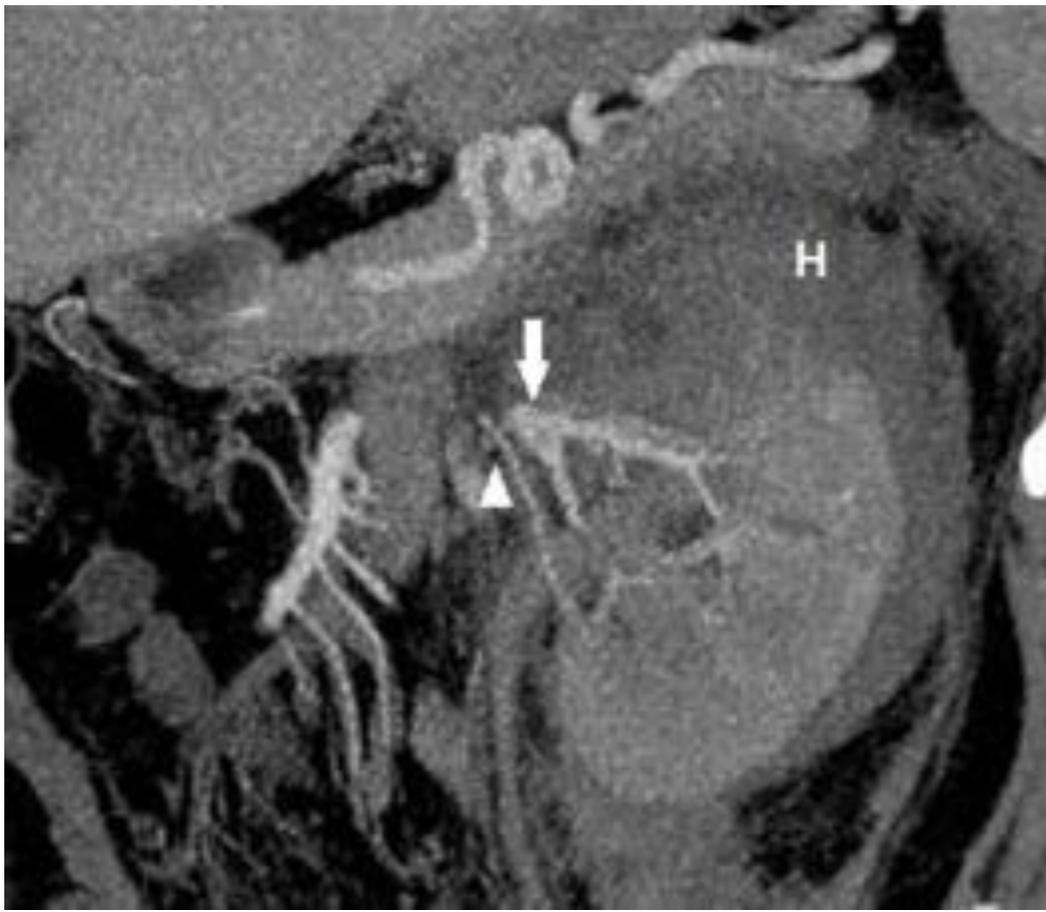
Reconstrucción MIP de la TC realizada de forma urgente del paciente traumático de la Fig. 14. Se observa una arteria polar que irriga el polo renal inferior (punta de flecha) que se origina de la arterial renal principal precozmente (origen no mostrado). H: hematoma perirrenal; flecha: arteria renal principal.
